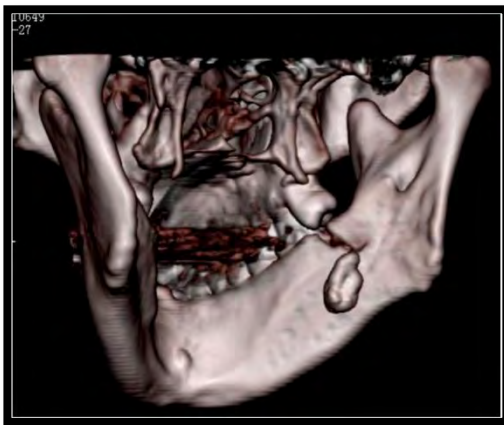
Tomografía 3D Cone Beam, utilizada para la exacta localización del fragmento desplazado.
